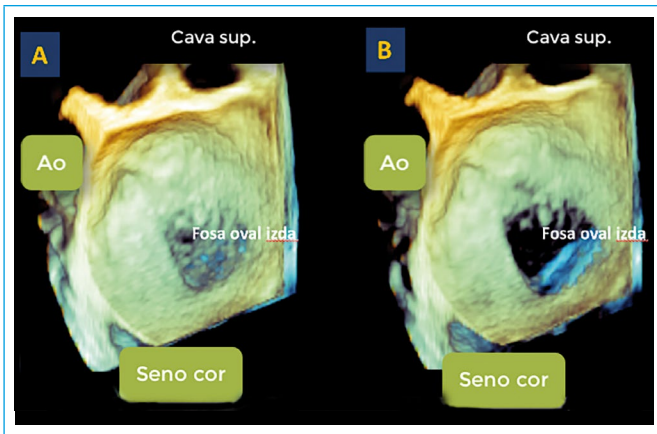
Fosa oval izquierda con ETE-3D. A: con una ganancia de ultrasonidos apropiada se adivina la localización de la fosa oval; B: disminuyendo excesivamente la ganancia, al ser muy delgado el *septum primum* se produce un "drop-out" de ecos ultrasónicos en la zona de la fosa oval, permitiendo la observación de la aurícula derecha a su través
